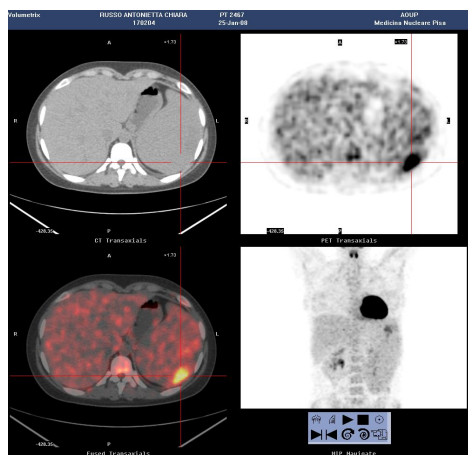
La ^{18}F -FDG-PET mostra una captazione a livello dei noduli splenici (captazione standard del nodulo più grande: 5.5).
